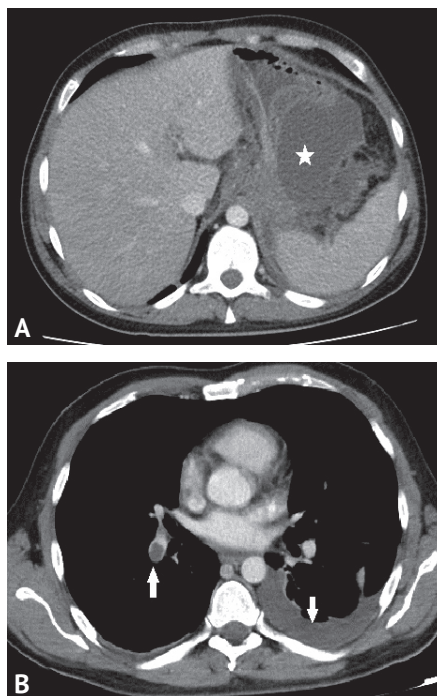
Компьютерная томограмма груди и живота с контрастным усилением, аксиальные проекции. Формирование отграниченных жидкостных скоплений в парапанкреатическом и парагастральном пространстве (отмечено звездочкой на рис. 2А). В просвете правой нижнедолевой ветви легочной артерии определяются множественные дефекты контрастирования (тромбоэмболы), левосторонний гидроторакс (отмечено стрелкой, рис. 2В)
